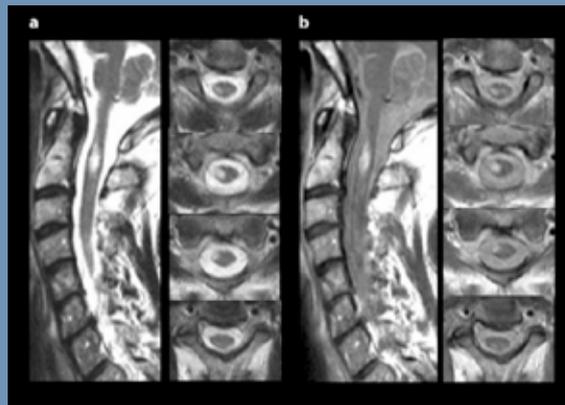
Lésions démyélinisantes de la moelle épinière cervicale par IRM⁶. Séquences sagittales et axiales T2 (a) et densité protonique (b) qui démontre une lésion démyélinisante de la moelle épinière en C1-C2 avec prédominance de l'atteinte à droite.
